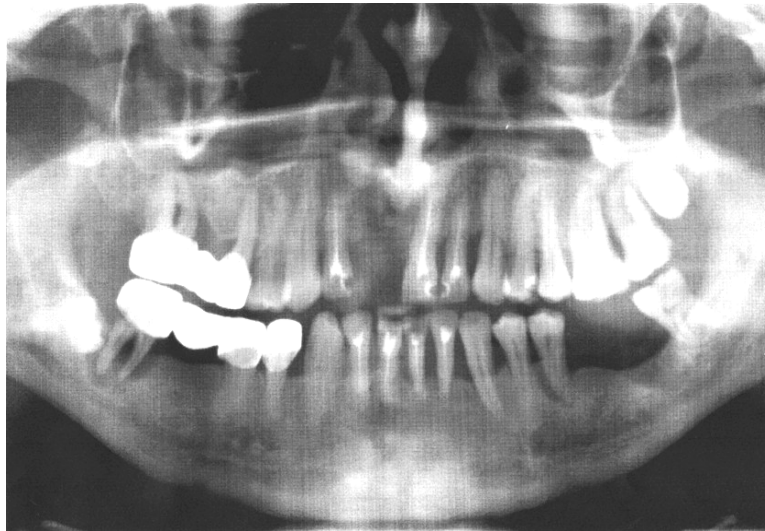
Ортопантомограмма челюстей
